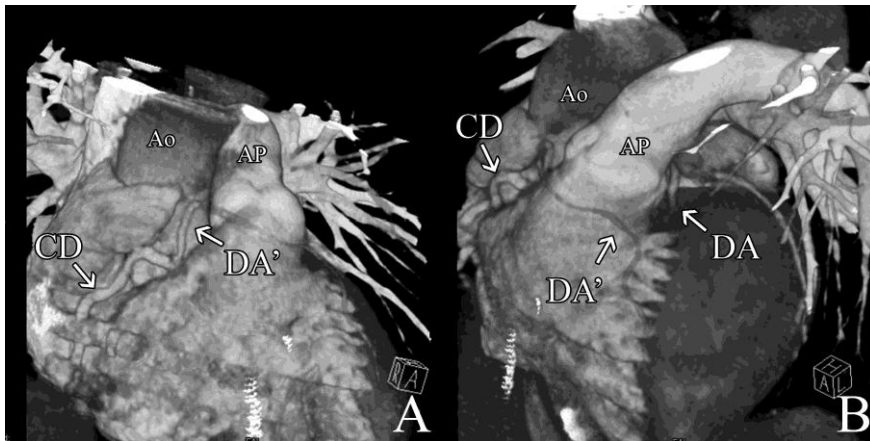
Reconstrução volumétrica de coronariografia por TC de 16 cortes; A) Vista anterior; B) Vista antero superior esquerda com miocárdio e grandes vasos. Visualização da aorta (Ao), artéria pulmonar (AP), coronária direita (CD), descendente anterior (DA) e ramo variante descendente anterior (DA') com origem na artéria coronária direita e trajecto pré arterial.
